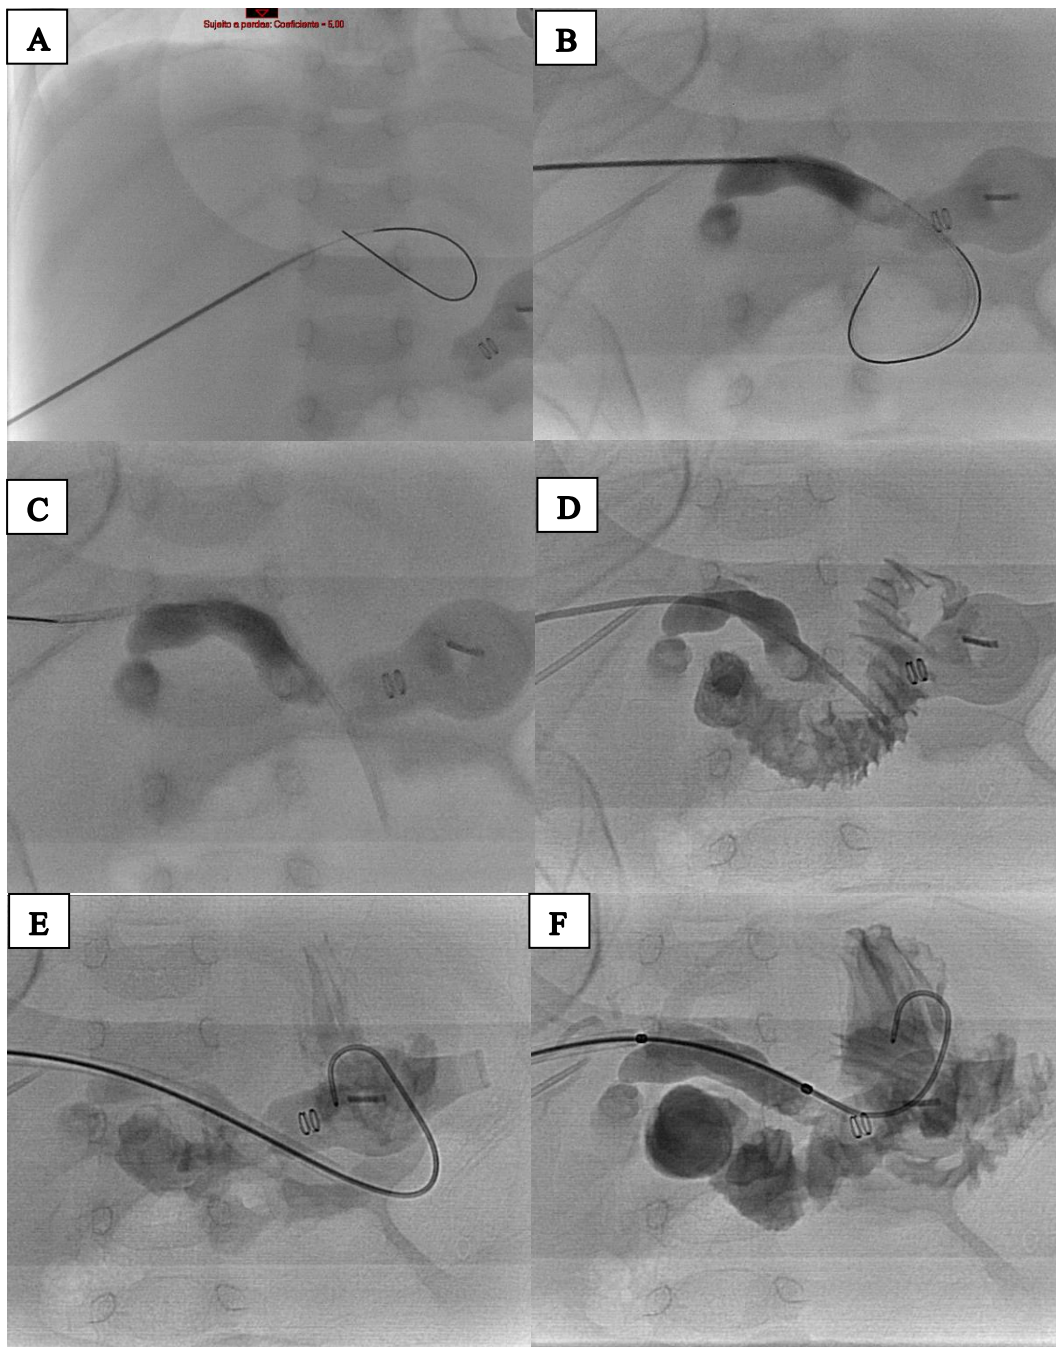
A: Punção guiada por USG da via biliar direita com kit de micropunção; B: Colangiografia através de injeção de contraste iodado demonstra via biliar comunicante, com cálculo em colédoco distal (seta) - > falha de enchimento "cupiliforme"; C-D: Após passagem da bainha introdutora, é retirado o fio-guia e realizada injeção de contraste em maior volume para melhor estudo da via biliar; E: Através da bainha introdutora, é realizada passagem de fio-guia teflonado, mais rígido; F: Através do fio-guia teflonado, é realizada passagem do balão 4 x 40 mm para papilotomia
